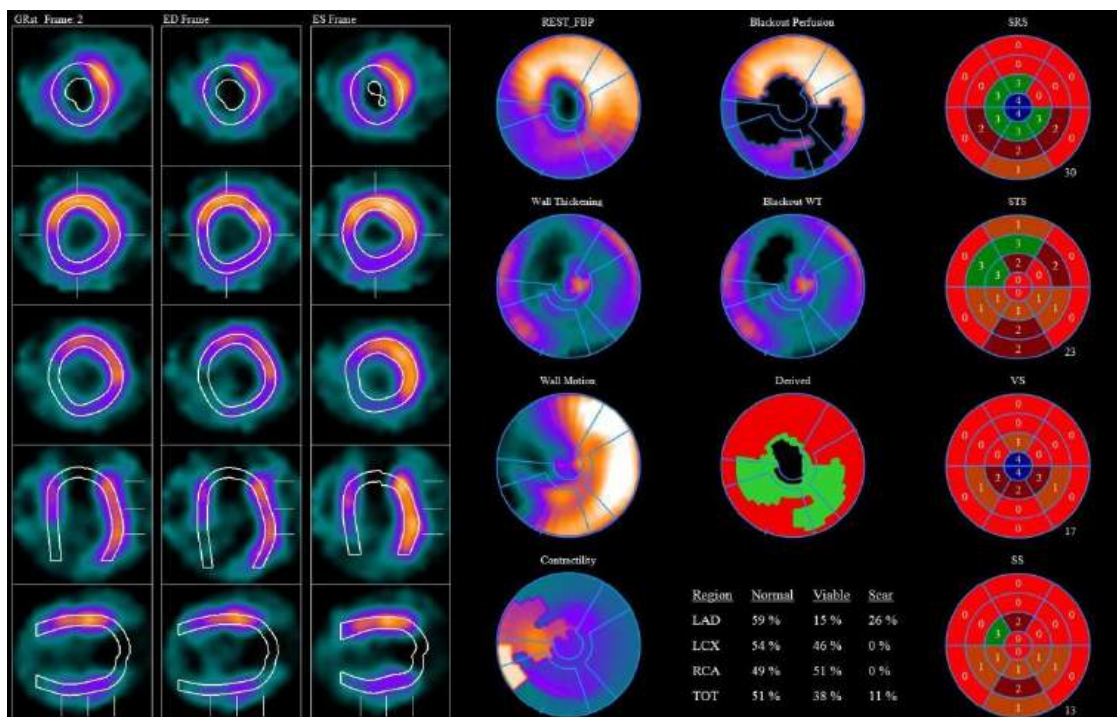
Результаты сцинтиграфии миокарда ЛЖ пациента Д. с оценкой объема гибернированного миокарда.
